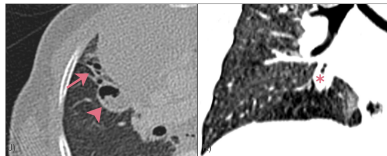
tomografia em cortes axiais (j) e coronal (k) demonstrando sinais de malformação congênita das vias aéreas pulmonares, mais evidente no lobo superior direito (seta longa), com sinais de infecção sobreposta (cabeça de seta) e atresia do brônquio basal medial direito (asterisco).
